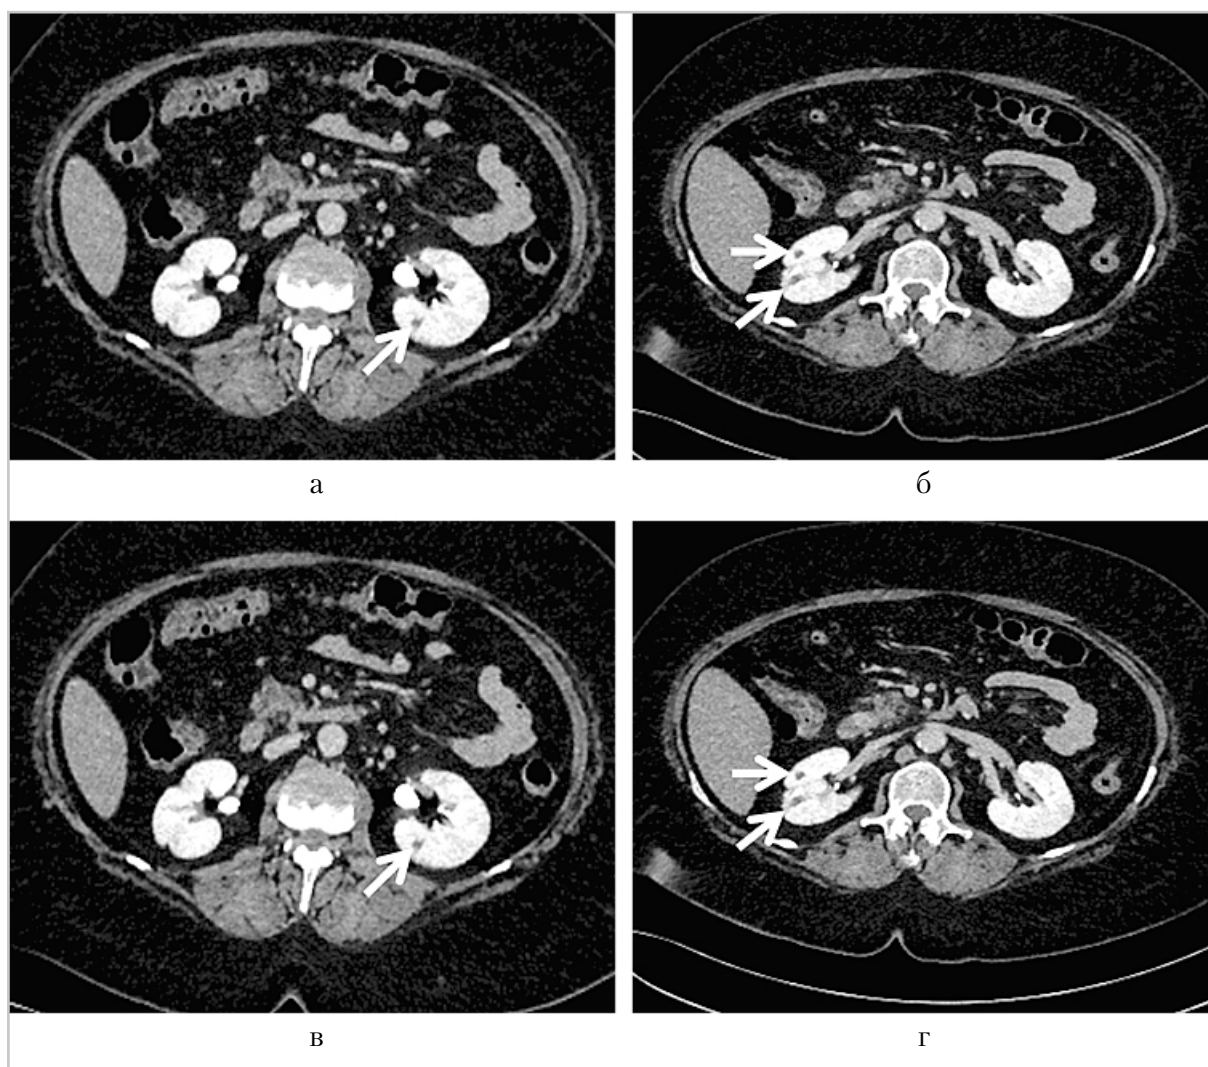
МСКТ органов брюшной полости и забрюшинного пространства с динамическим контрастным усилением, в аксиальной проекции, отсроченная фаза
